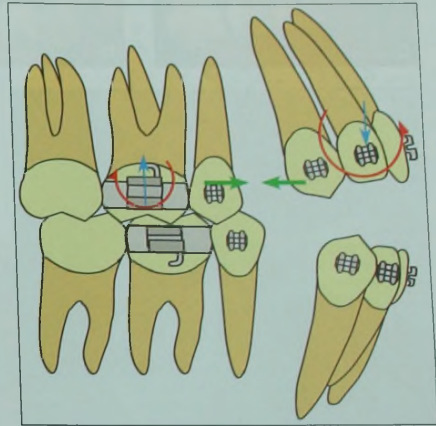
Механизм закрытия экстракционных промежутков группы С наиболее благоприятен для пациентов с открытым прикусом, поскольку предполагает действие вертикальных сил, способствующих коррекции аномалии (экзрузия фронтального сегмента и интрузия бокового сегмента).
